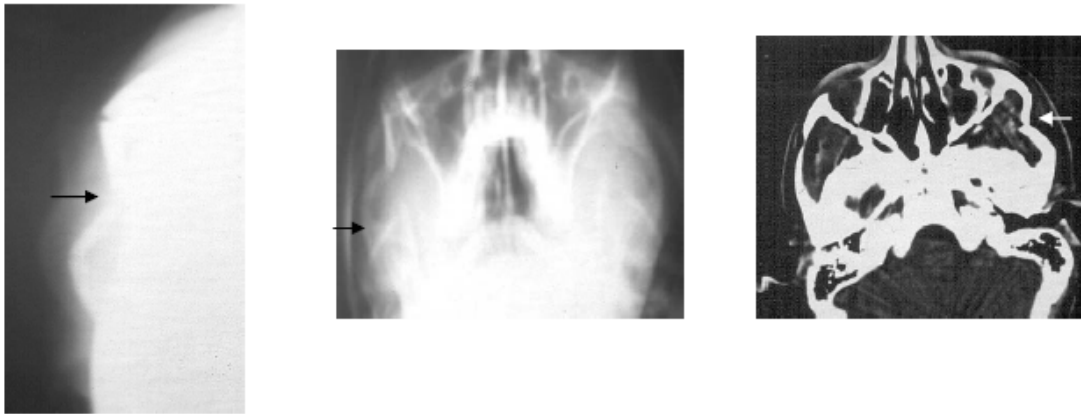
Radiografía de Hirtz, Waters y TAC, evidencia fractura de arco cigomático
